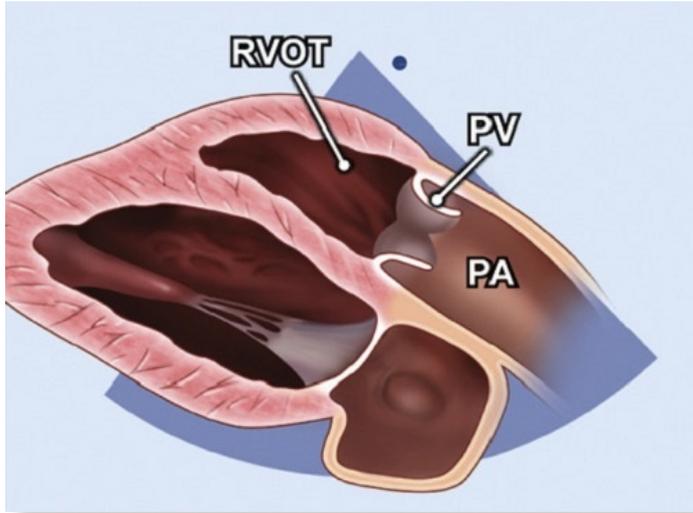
parasternale lange Achse: Darstellung des RVOT mit der Pulmonalklappe
